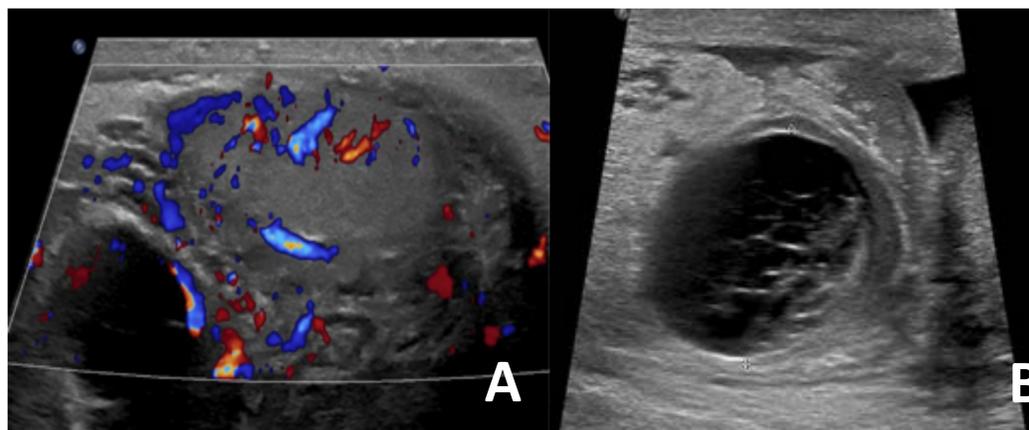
Piocele. Colección multitabicada (B) adyacente a epidídimo derecho, que muestra aumento de tamaño y flujo Doppler (A).
